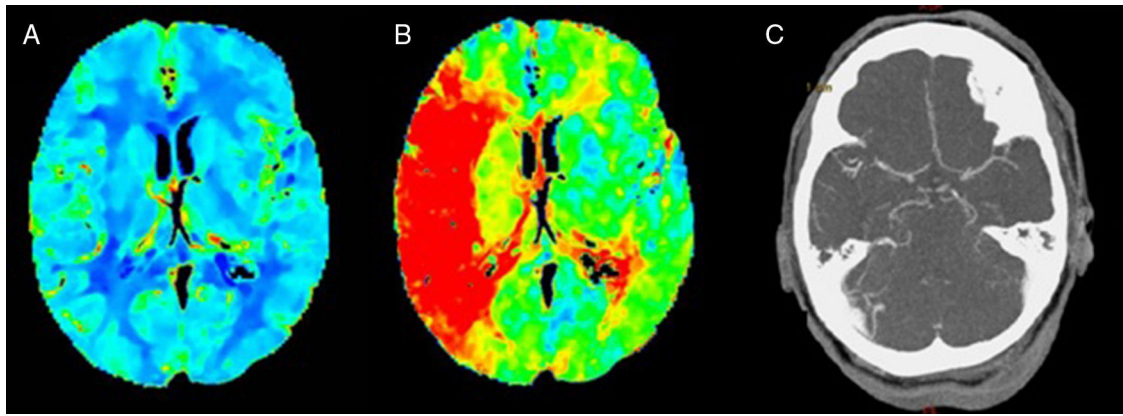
A) Sin asimetrías en mapa de volumen sanguíneo cerebral. B) Alargamiento del tiempo al pico en 6 territorios corticales de la ACM derecha. C) Oclusión M1 distal derecha en angio-TC.
